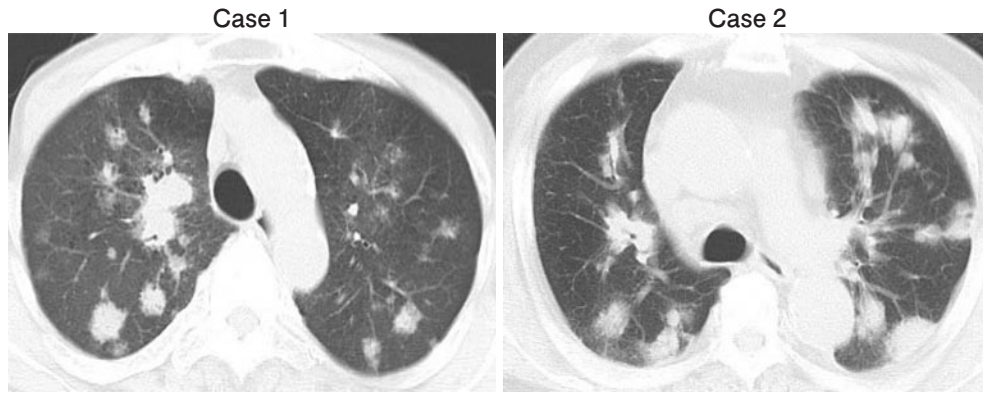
HRCT on admission showed multiple pulmonary nodules in both cases.
